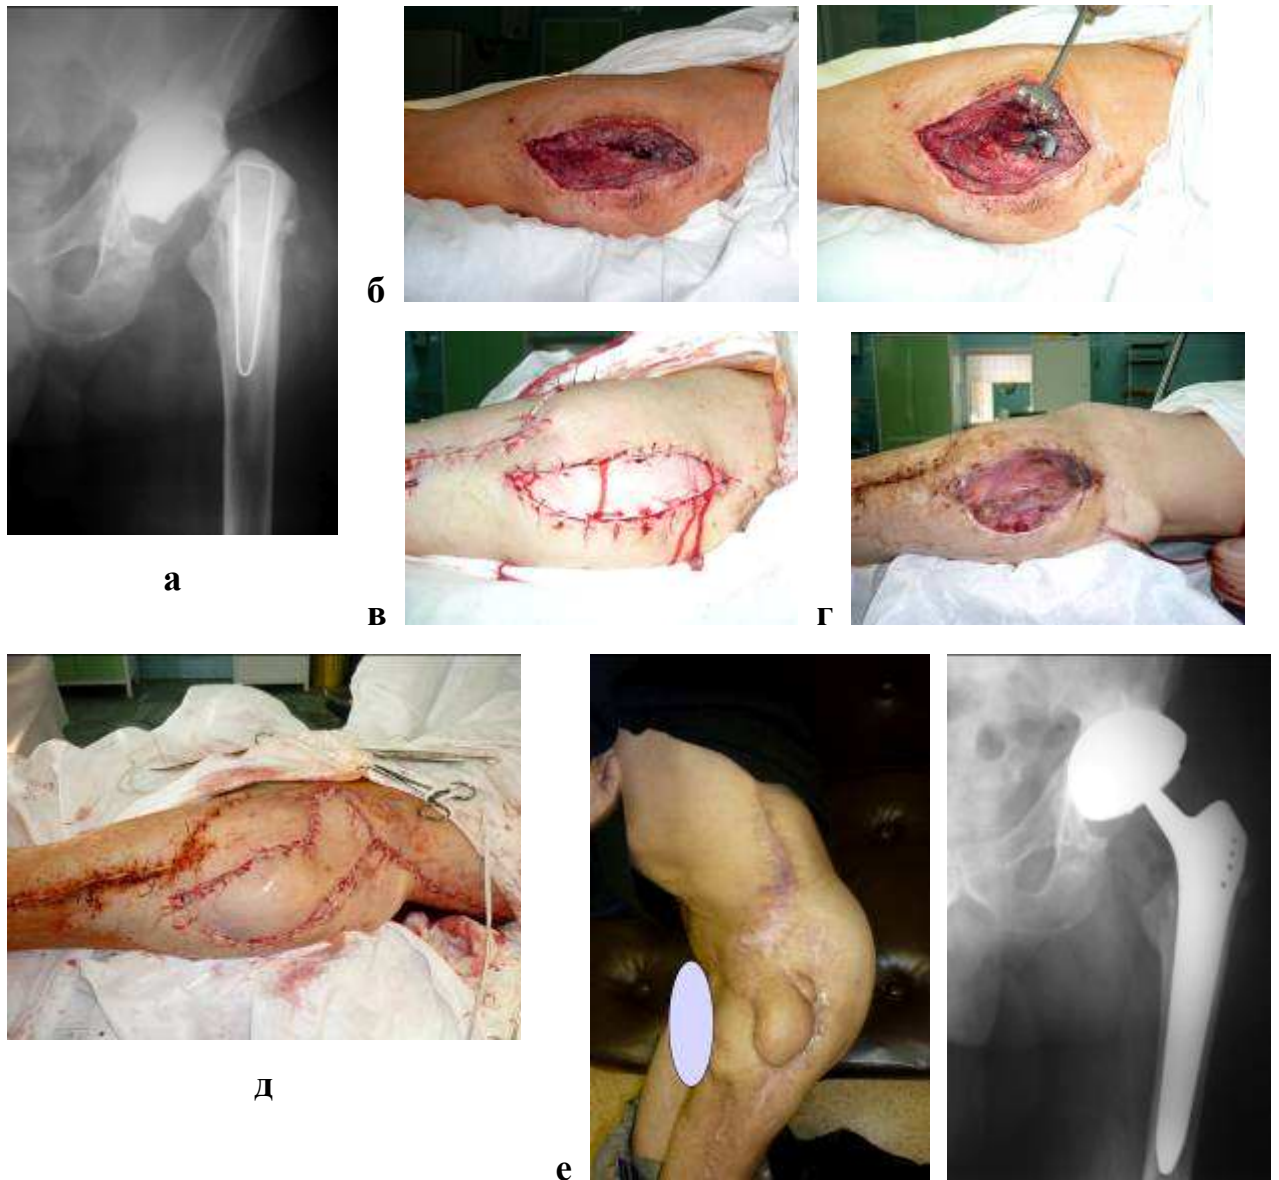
Рентгенограммы и внешние виды больного 48 лет (IV лечебно-тактический подход). Диагноз: Последствия параэндопротезной инфекции области левого тазобедренного сустава; состояние после тотального ревизионного эндопротезирования, глубокий некроз краев раны.
